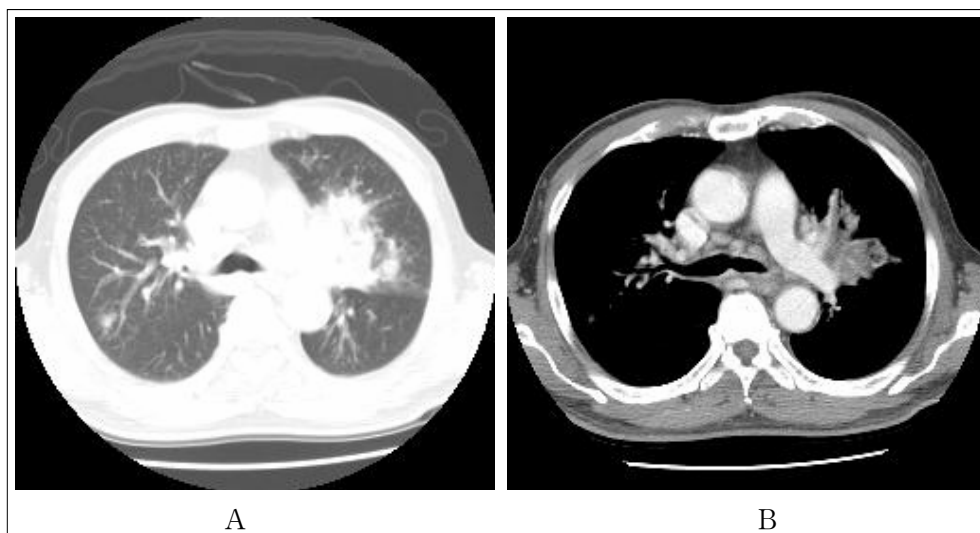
Chest CT scan demonstrates peribronchovascular interstitial thickening with centrilobular nodules (A), and diffuse bronchovascular wall thickening (B).
